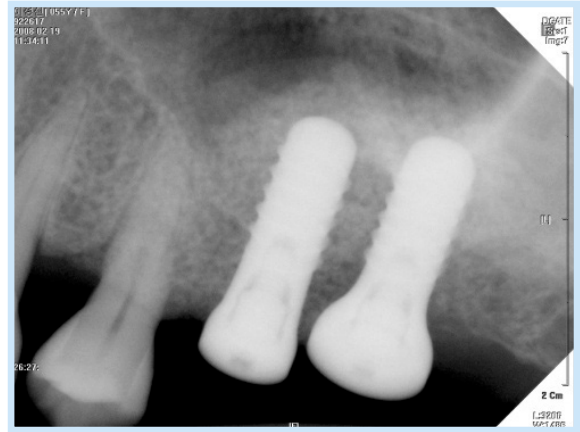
방사선 사진(파노라마, 수술 당일)
